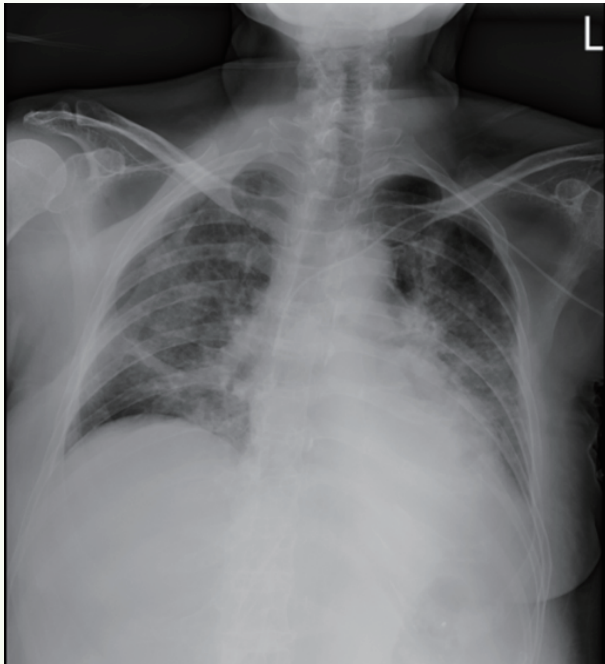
Chest radiograph revealed bilateral diffuse infiltrates with associated pleural effusions.
